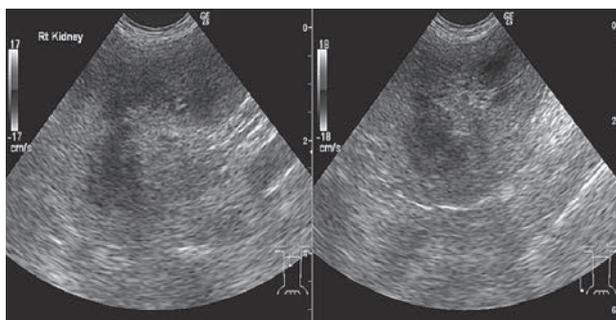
初診時の左腎（左）と右腎（右）の超音波画像
